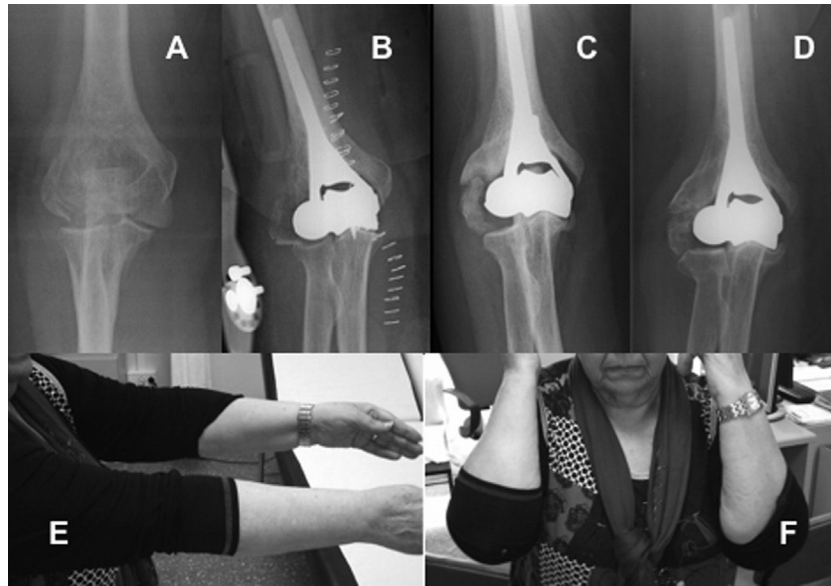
Caso 1. A) Radiografía inicial. B, C y D) Control radiológico a las 3 semanas, 1 año y a los 8 años de la implantación de la prótesis. E y F) Resultado clínico al final del seguimiento.
